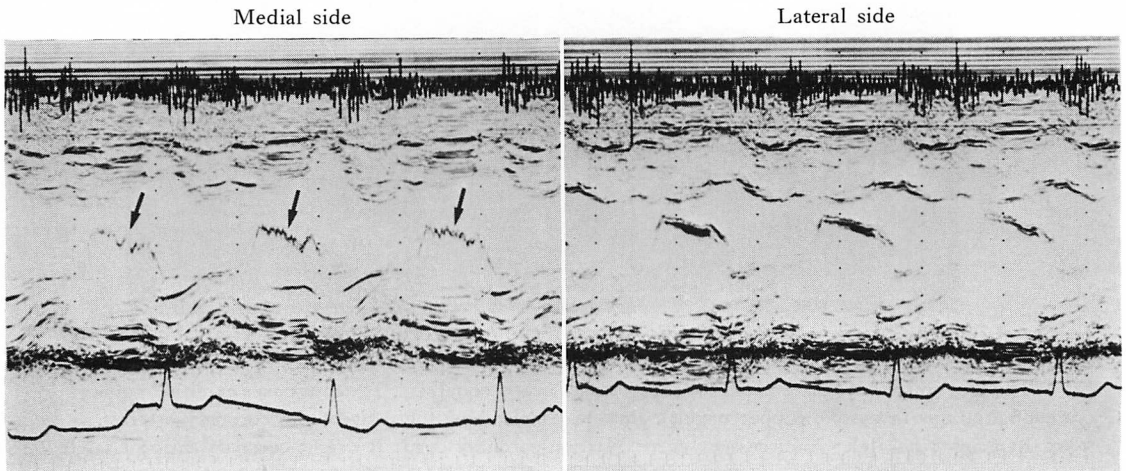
M-mode echocardiograms of the mitral valve.
